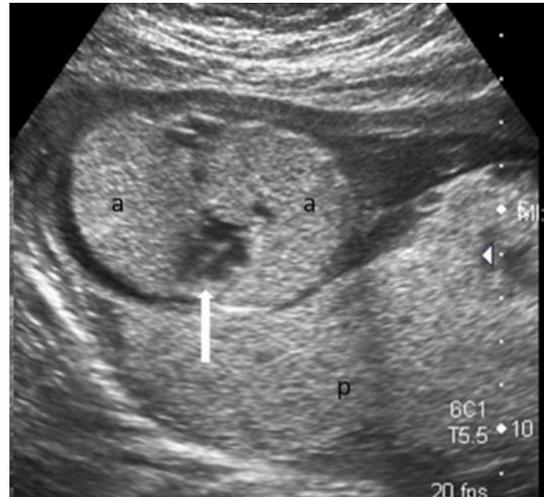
La ecografía axial del tórax fetal muestra pulmones hiperecóticos agrandados (a) con el corazón situado en el centro (flecha blanca). La placenta (p) se observa posteriormente; también se aprecia oligohidroamnios (28).
